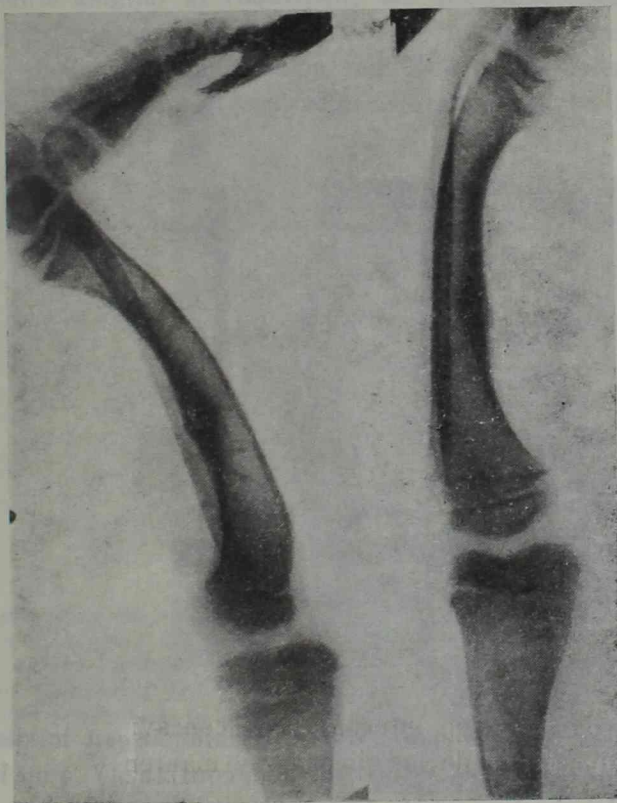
A) Radiografía de la pierna izquierda del varón en la que se ve la importante desviación de ambas metáfisis tibiales y de la metáfisis inferior del peroné. Se observa el callo de la osteotomía practicada anteriormente en Tucumán. B) *Idem* lateral, para mostrar la incurvación a concavidad posterior.
